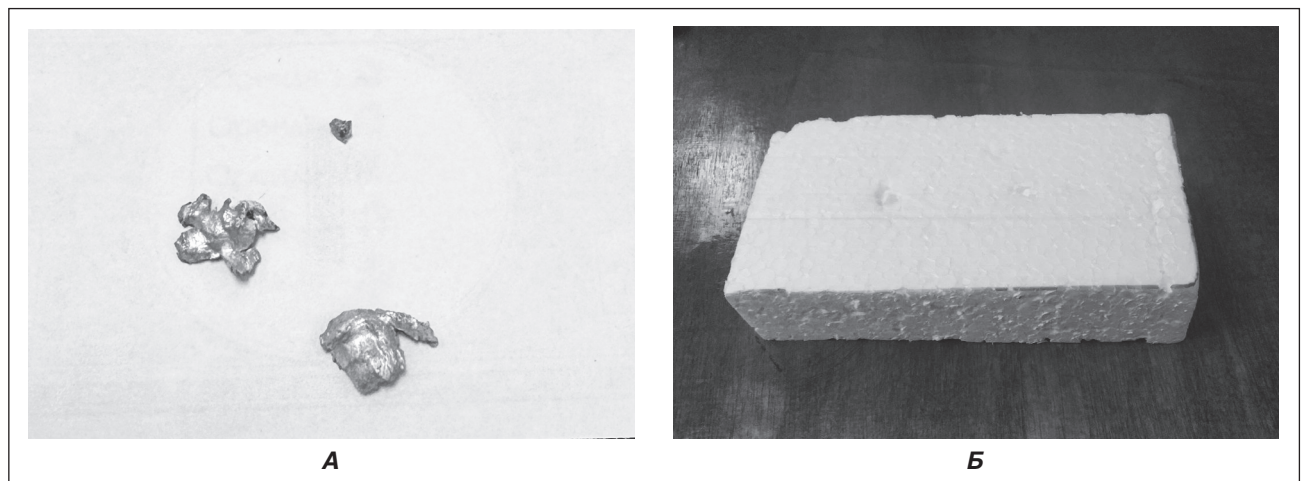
Нерентгенконтрастні металеві сторонні тіла: А — зовнішній вигляд сторонніх тіл; Б — сторонні тіла, занурені в пінопластову модель
